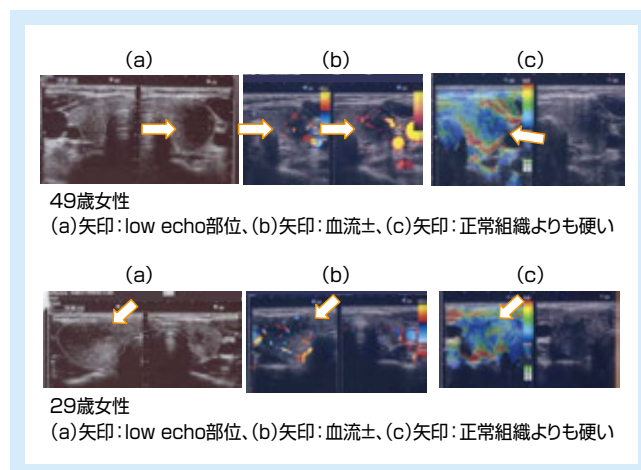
Transverse Color-flow Doppler Sonography (b) and Elastography (c) in two patients with subacute thyroiditis
